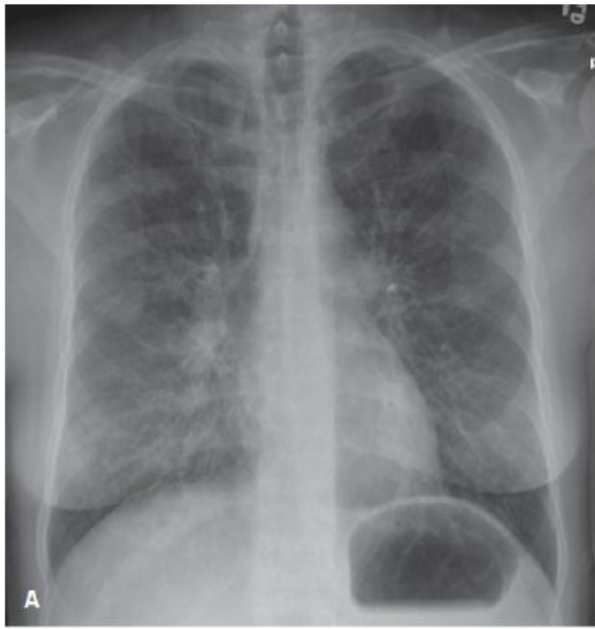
Mycoplasma Pneumonia. A: Frontal chest radiograph in a 42-year-old woman with Mycoplasma pneumoniae demonstrates diffuse fine reticular opacities. B, C: Axial CT through the upper (B) and lower (C) lungs shows centrilobular and lobular areas of ground-glass opacity with associated bronchial wall thickening (arrowheads).
